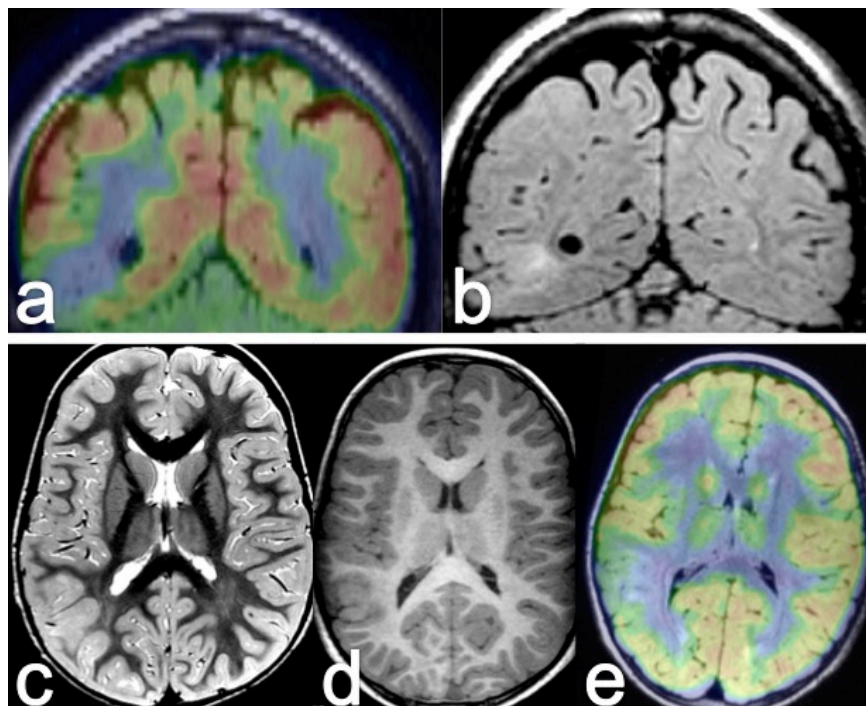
Ejemplo de coincidencia de la alteración estructural y metabólica en dos casos de displasia cortical tipo II. En la fila superior se observa DCF-FS temporal posterior derecha con hiperintensidad en la secuencia FLAIR (b) que coincide con el hipometabolismo en la fusión PET-RM (a). En la fila inferior se observa ENGR con BORR en región parieto-temporal derecha en la secuencia T2 (c) y T1 (d) coincidente con el hipometabolismo en la fusión PET-RM (e).
